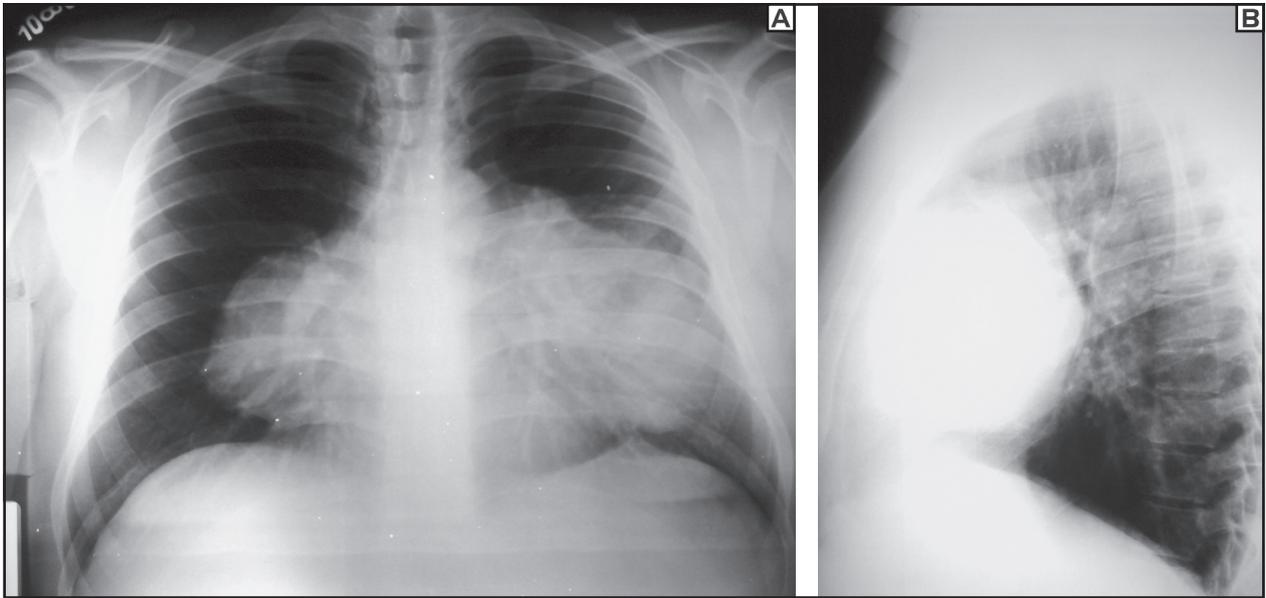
Radiografia de tórax, em PA e perfil, da data da internação. Na radiografia em PA, observa-se massa de limites precisos, contornos bocelados, que se expande para os dois hemitórax e apaga o contorno da aorta ascendente e do coração bilateralmente (sinal da silhueta). Notar que o fato de não apagar o contorno dos vasos pulmonares (mediastino médio), nem da aorta descendente (mediastino posterior), localiza a lesão no mediastino anterior, impressão confirmada pela radiografia em perfil, que localiza bem a lesão nessa região.
